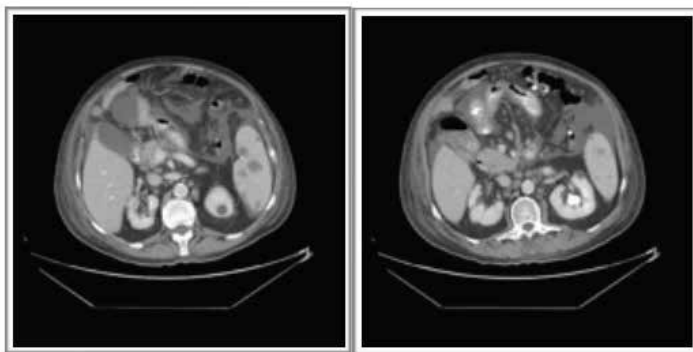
TAC abdominal con doble contraste
